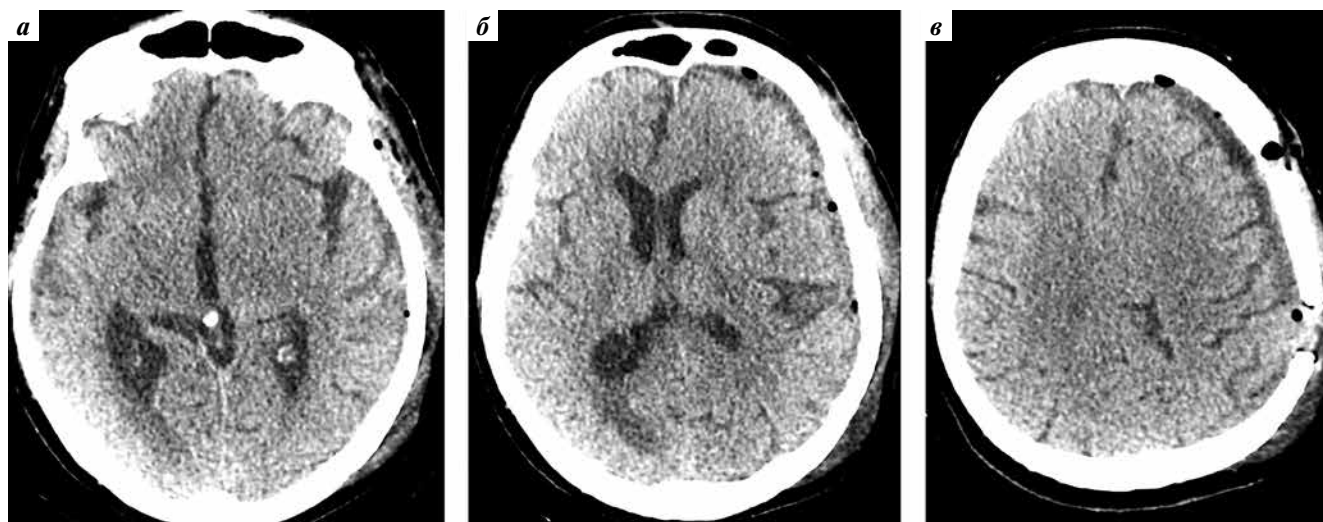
Компьютерные томограммы головного мозга пациентки после операции (на 3-е сутки): а, б, в — аксиальные снимки на различных уровнях с признаками уменьшения степени поперечной дислокации и объема субдурального скопления над левым полушарием головного мозга
